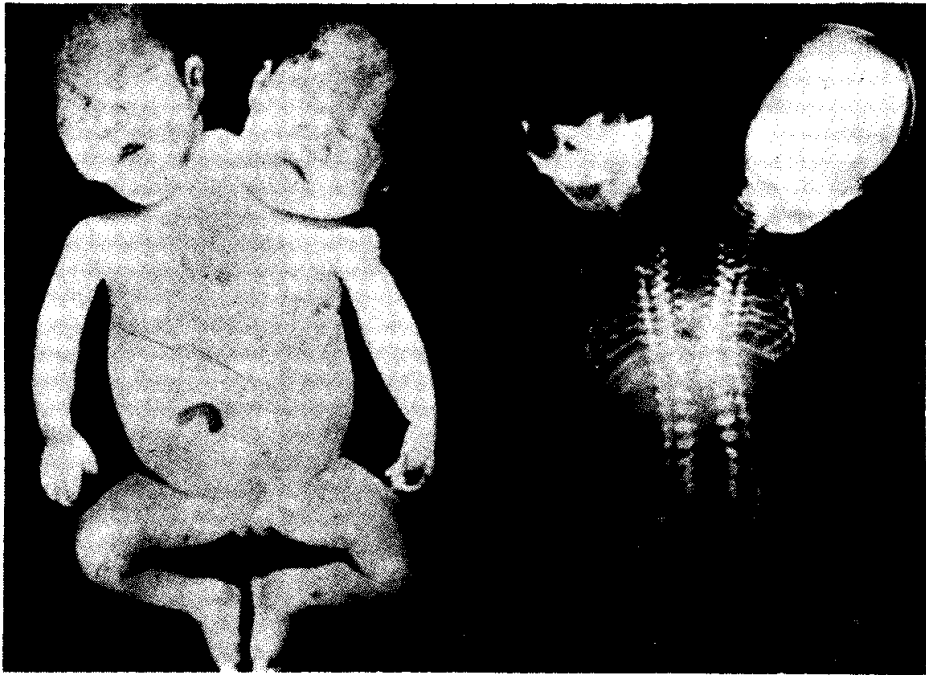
Anterior view and x-ray of the conjoined twins, dicephalus dipus dibrachius.
